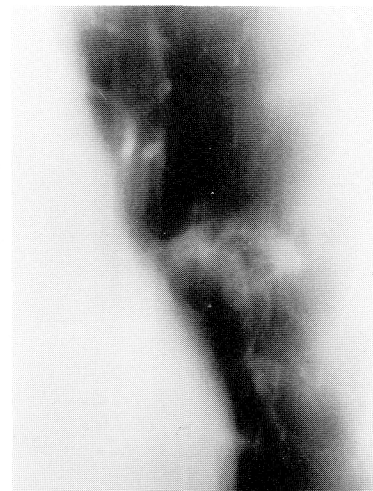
Chest X-ray tomography showing cavity-like finding in lt. middle lung field.
